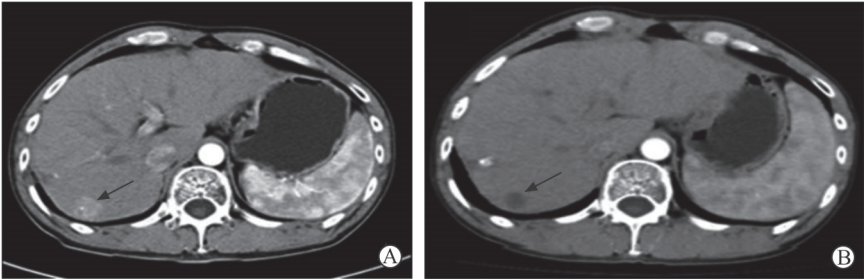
1 例 42 岁男性肝细胞癌复发患者行 DEB-TACE 术前、术后腹部增强 CT 检查结果对比
